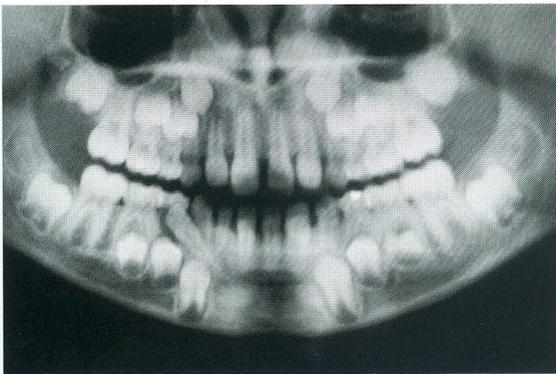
Radiografia panorâmica que evidencia a distoversão do incisivo lateral inferior direito, que tem sua coroa na região de 1º premolar.
